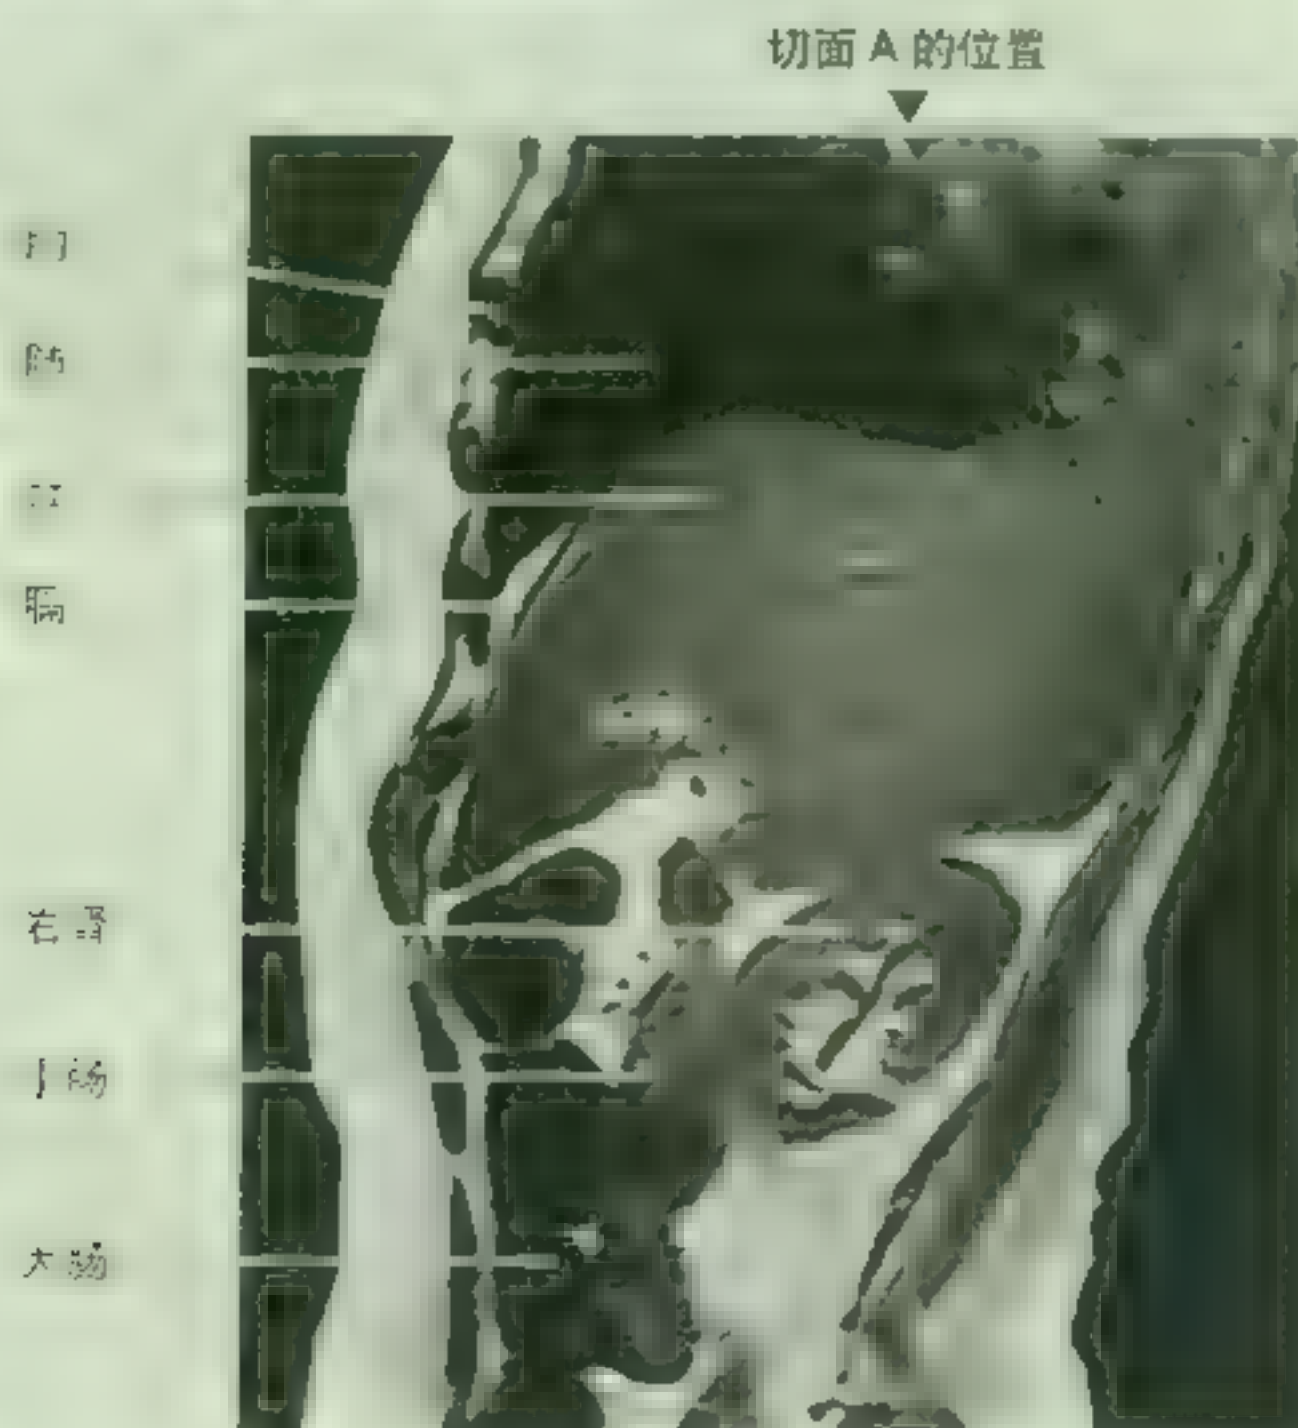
腹部的横断面 CT 扫描图 由吻侧渐向尾侧扫描显示内脏和血管 (由田纳西州孟菲斯市田纳西州大学健康中心放射科 Dr White Tom 提供)
